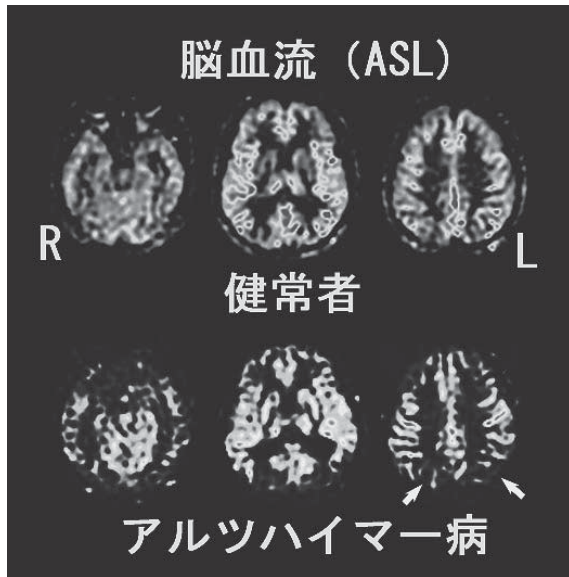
MRIによる脳血流測定 (Arterial Spin Labeling: ASL)
